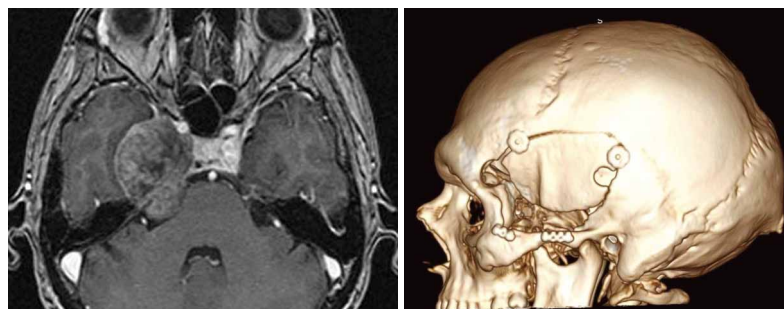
Тригеминальная шваннома с преимущественным распространением в СЧЯ (тип Мр по S. K. Jeong), подвисочная краниотомия с мобилизацией скуловой дуги, удаление «интердуральным» доступом, МРТ T1В1 + контрастное усиление (3 сутки после операции): тотальное удаление опухоли
